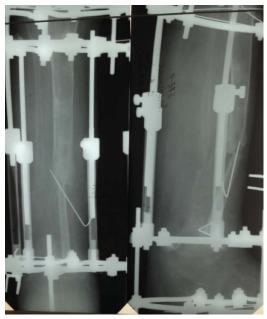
Рентгенограмма костей голени после аутотрансплантации васкуляризированной малоберцовой кости в дефект большеберцовой кости
